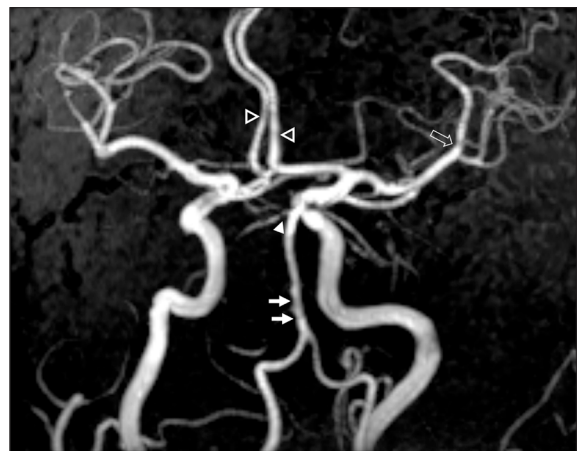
Maximum intensity projection (MIP) of magnetic resonance (MR) angiography showing stenosis of the prepontine segment of the right superior cerebellar artery (white arrowhead) followed by fusiform dilatation of the arterial lumen. Note the discrete multifocal luminal irregularities affecting the basilar artery (white arrows), the M1 segment of the left middle cerebral artery (empty arrow), and the A2 portion of both anterior cerebral arteries (empty arrowheads).
